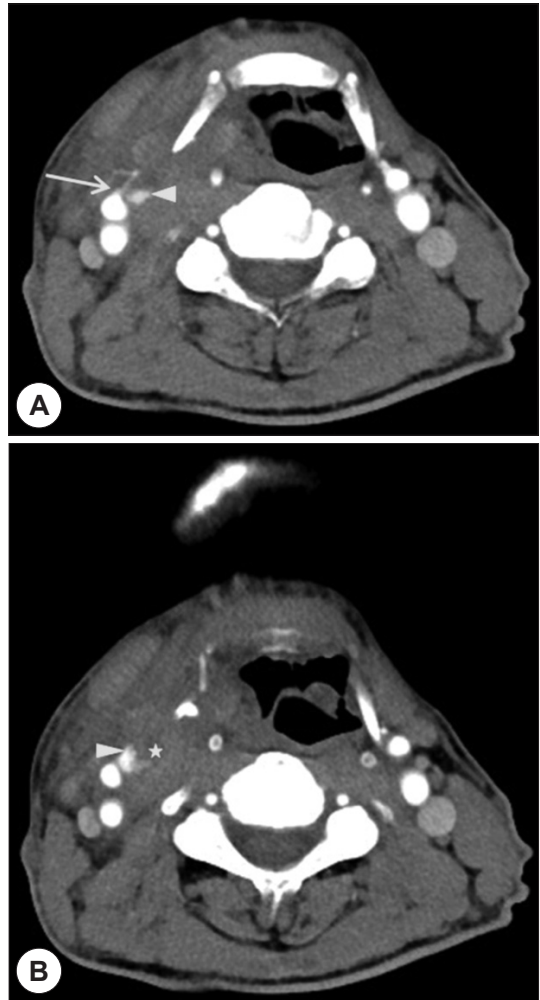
Contrast-enhanced CT scans shows departure of the right superior thyroid artery from the external carotid artery (A, arrow) with extravasation of contrast media (arrowhead) and developed hematoma (B, asterisk).
